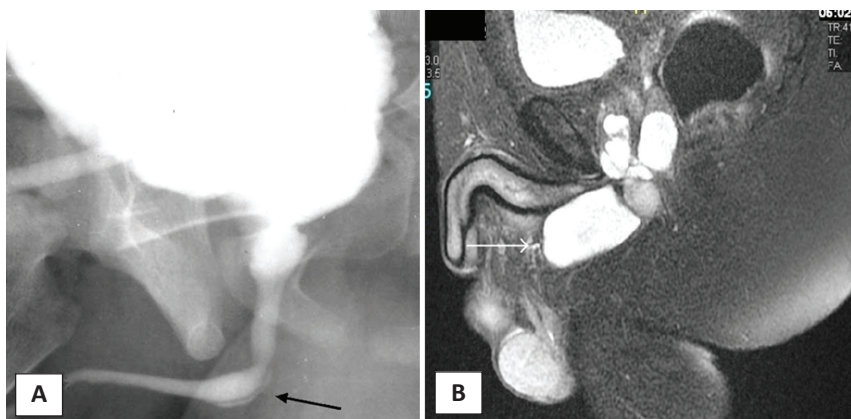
Синингоцеле куперовых желез: А — микционная цистоуретрография; В — МРТ
